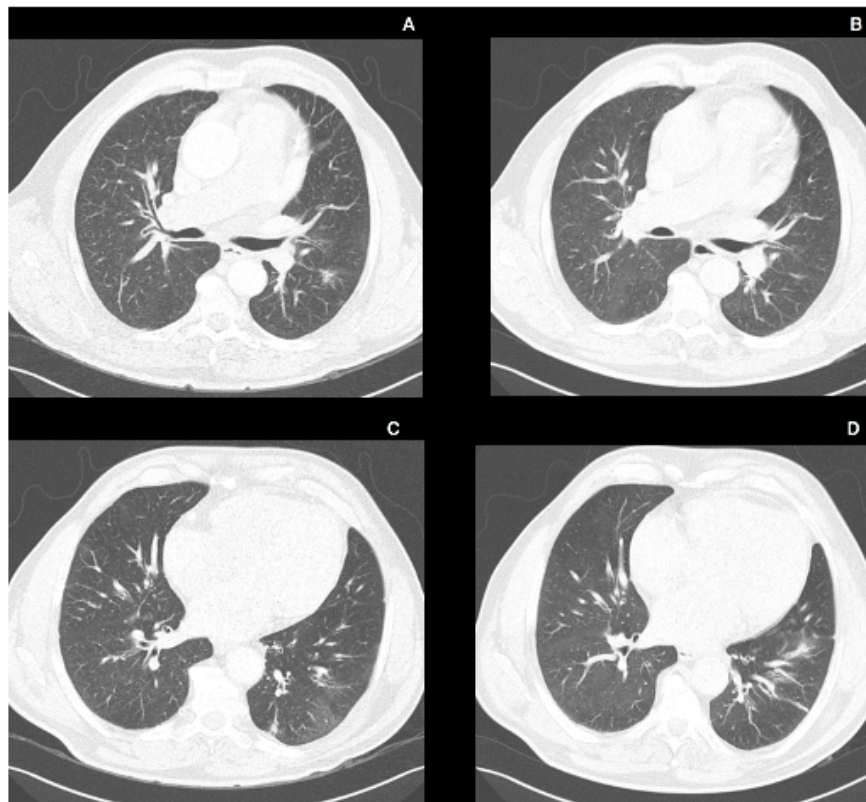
TC torácica – A e C: Pré-alectinib; B e D: Após 18 ciclos de alectinib.
